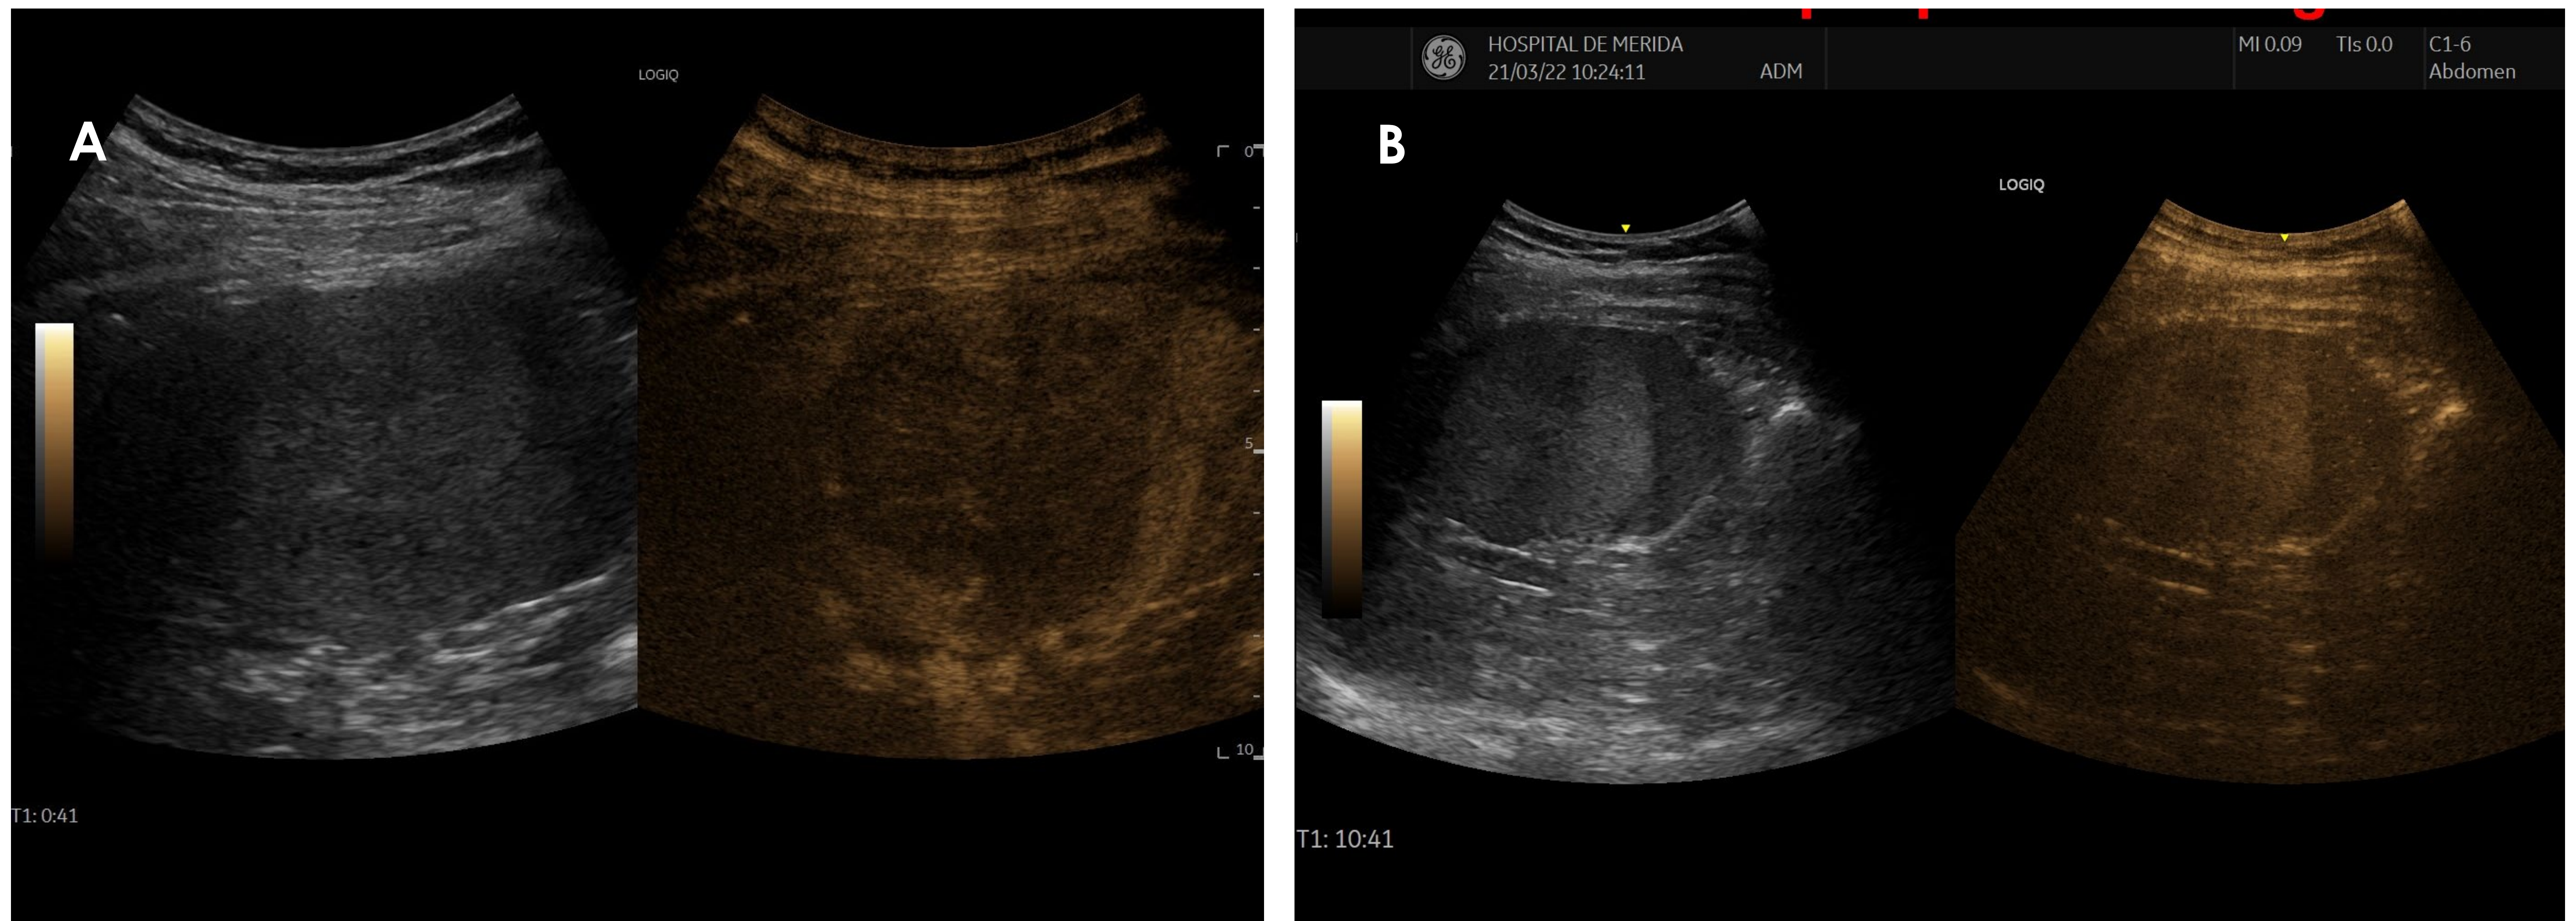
Ecografía con contraste donde puede visualizarse en (A) una captación en fase arterial del parénquima esplénico, a los 40 segundos, sin realce de la lesión, apreciando posteriormente (B) un realce homogéneo de la lesión mantenido en el tiempo, aproximadamente a los 10 minutos después de comenzar la exploración. *Imagen del servicio de Radiodiagnóstico del HME.*
